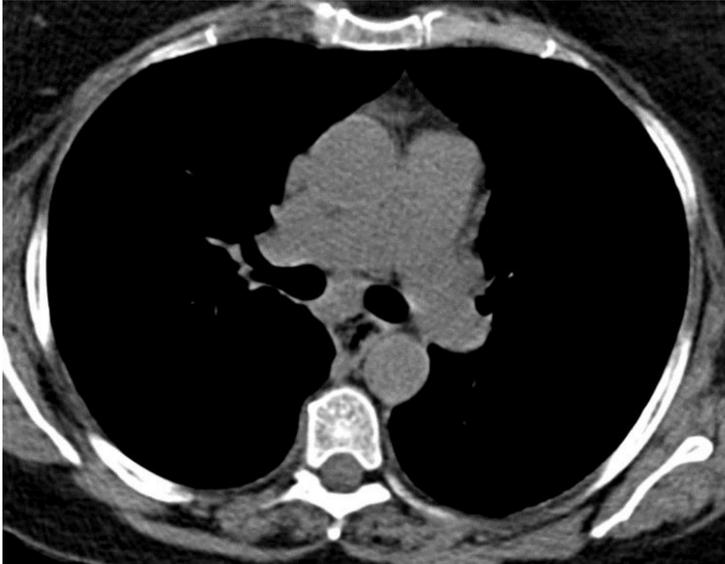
Varón de 28 años con traumatismo torácico. Cortes axiales de TC torácica en ventana de mediastino y de pulmón. A. TC realizada en otro centro, obteniendo una dosis de radiación de 638,70 mGy.cm B. TC realizada en el nuevo modelo a estudio, obteniendo una dosis de radiación de 27 mGy.cm. La calidad de la imagen obtenida en B no es inferior a la obtenida en A, siendo ambas adecuadas para el diagnóstico.
